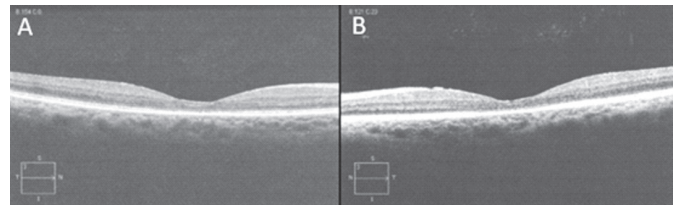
Tomografia de Coerência Óptica de olho direito (A) e olho esquerdo (B)
